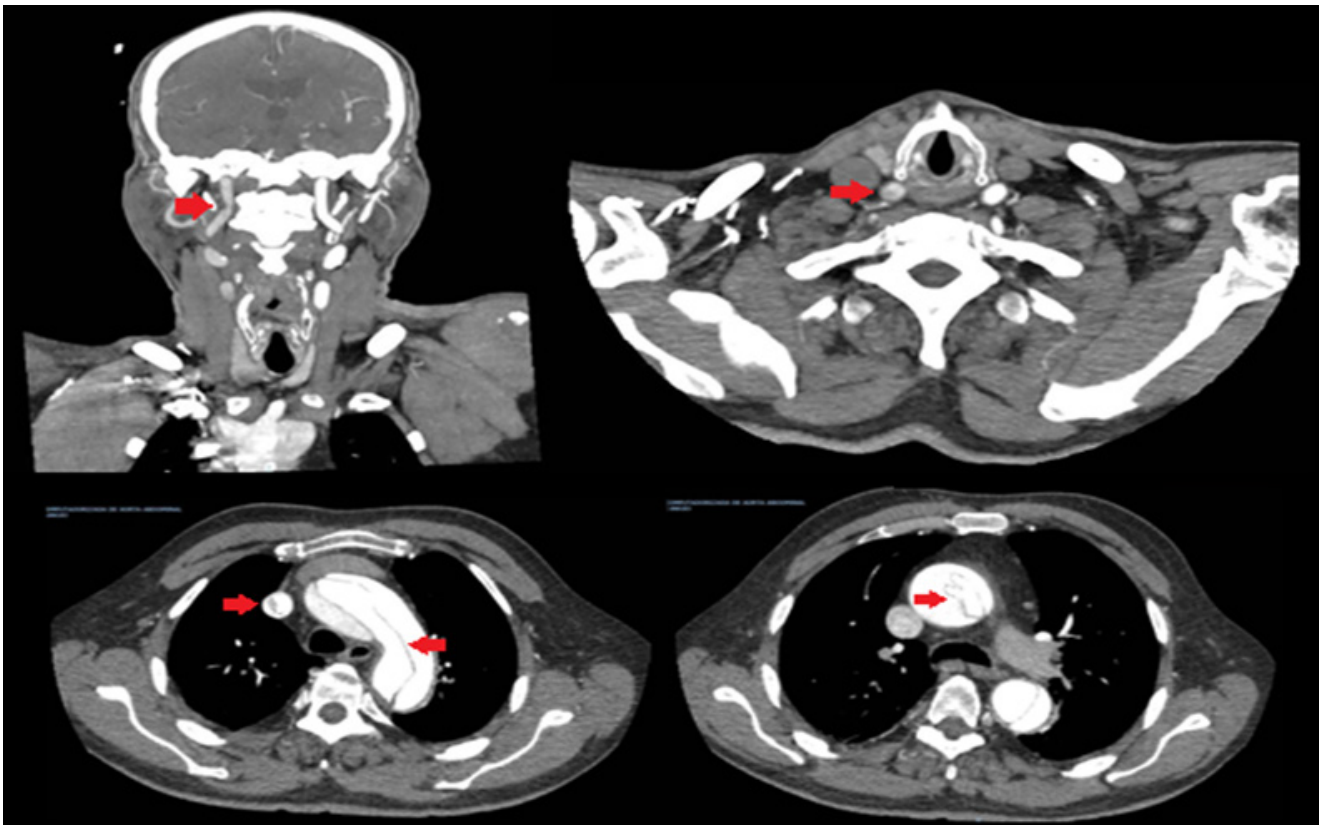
Angiotomografias mostrando dissecações arteriais nas setas vermelhas.
